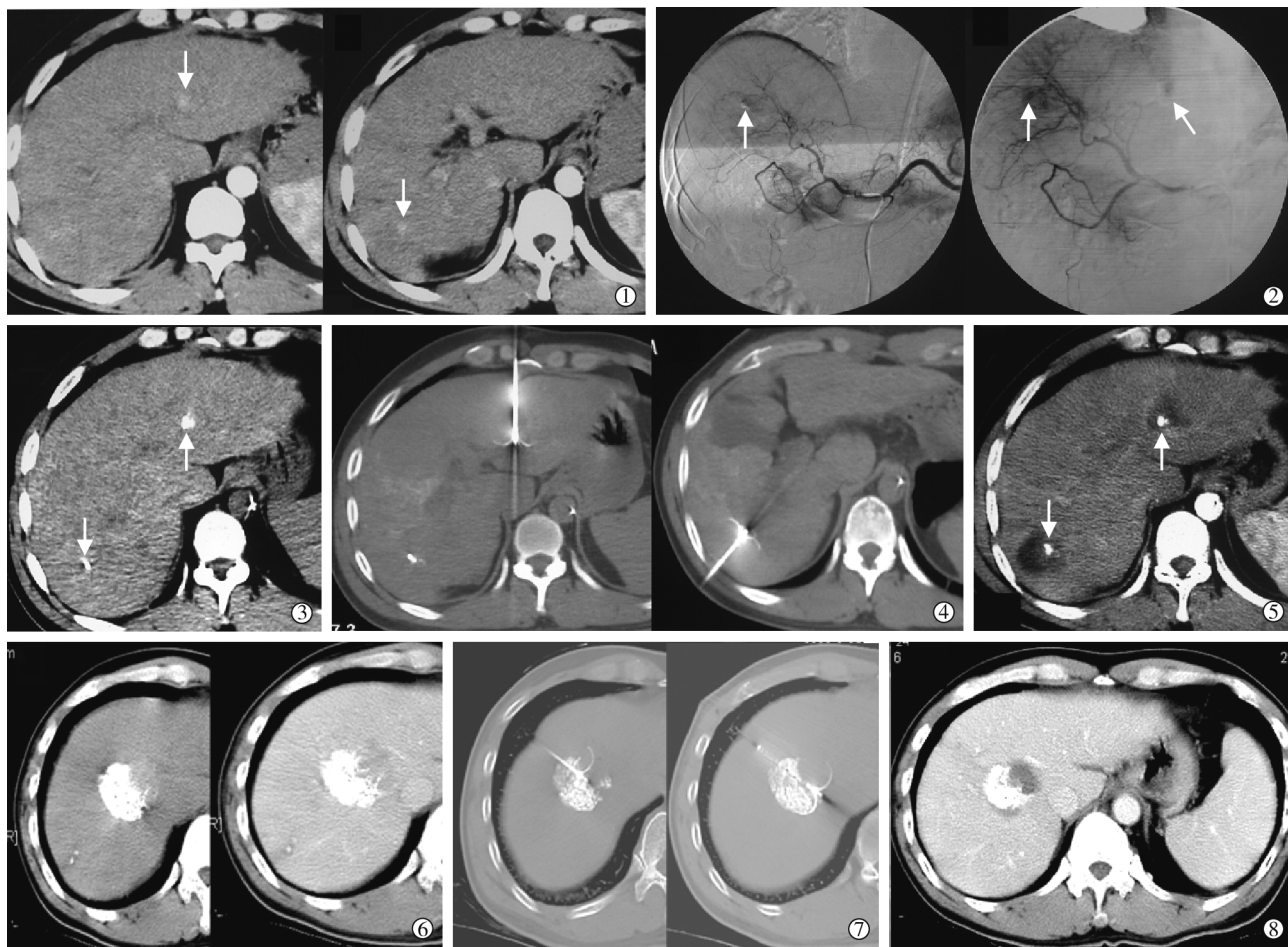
TACE-CT 有助于发现子灶、精确分期
